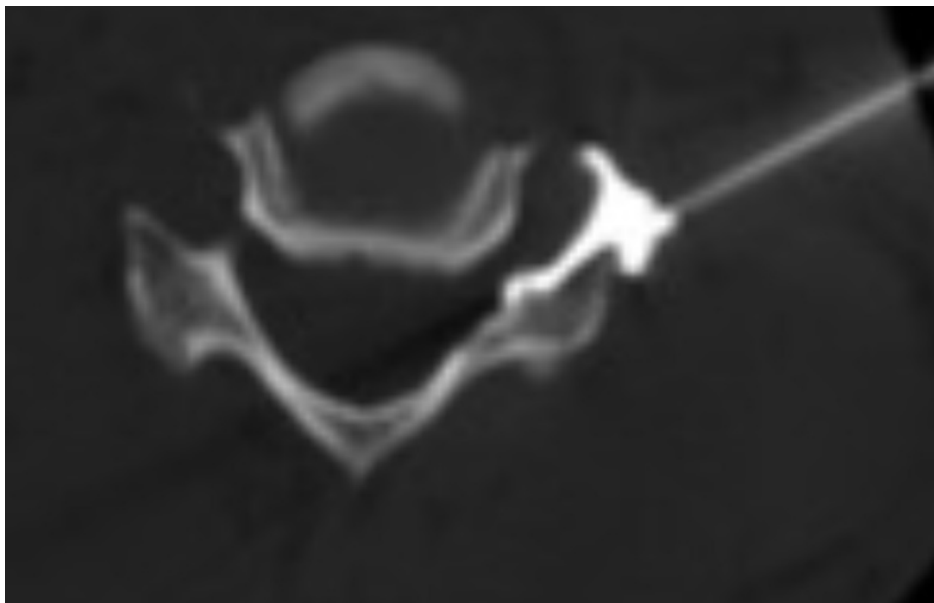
CT-Aufnahme einer periradikulären Therapie nach Kontrastmittelgabe [16, S. 8]
